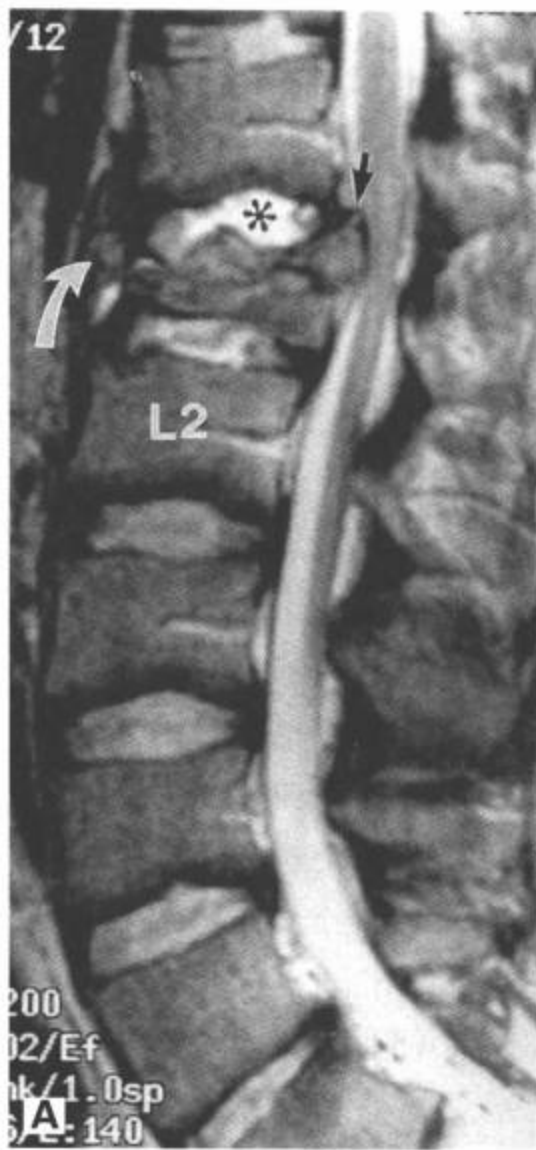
L1 爆裂型骨折。A: 矢状面 FSE T2 加权图像显示累及 L1 椎体的爆裂型骨折的改变。椎体前部高度减低伴被完整的前纵韧带包绕的移位骨碎片 (弯箭)。L1 椎体后上角后移进入椎管 (黑箭)。继发性损伤的 T12/L1 椎间盘 (星号) 相对于其他层面呈高信号。仍然保持椎体后部的高度, 提示脊柱稳定。也显示韧带无损伤。B: L1 下半部的横断面 FSE T2 加权图像显示后移的骨碎片 (箭) 压迫硬膜囊腹侧和马尾神经根 (弯箭)。(From: Flanders AE, Croul SE. Spinal trauma. In: Atlas SW. Magnetic Resonance Imaging of Brain and Spine.3<sup>rd</sup> ed. Philadelphia:Lippincott Williams & Wilkins;2002:1777, with permission.)
